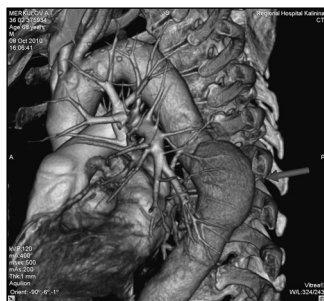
Компьютерная томограмма грудной клетки. Трехмерная реконструкция. Видна аневризма грудной аорты (стрелка)
